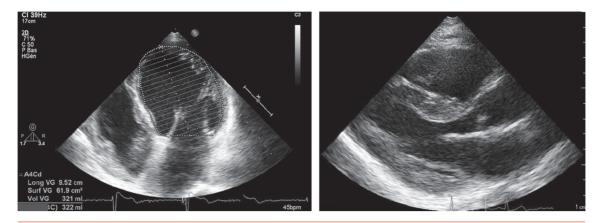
Aspect échocardiographique bidimensionnel de dilatation ventriculaire gauche (à gauche) et d'hypertrophie ventriculaire gauche (à droite).
